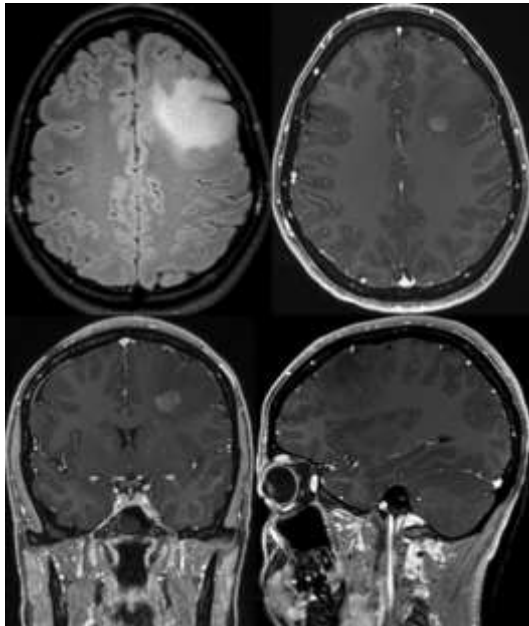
Resonancia magnética nuclear de encéfalo con Gd, secuencias FLAIR y T1 vistas axial, coronal y sagital, con lesión frontal izquierda que se extiende a giros F1- F2 que capta contraste en su región medial posterior, sin edema vasogénico perilesional.
